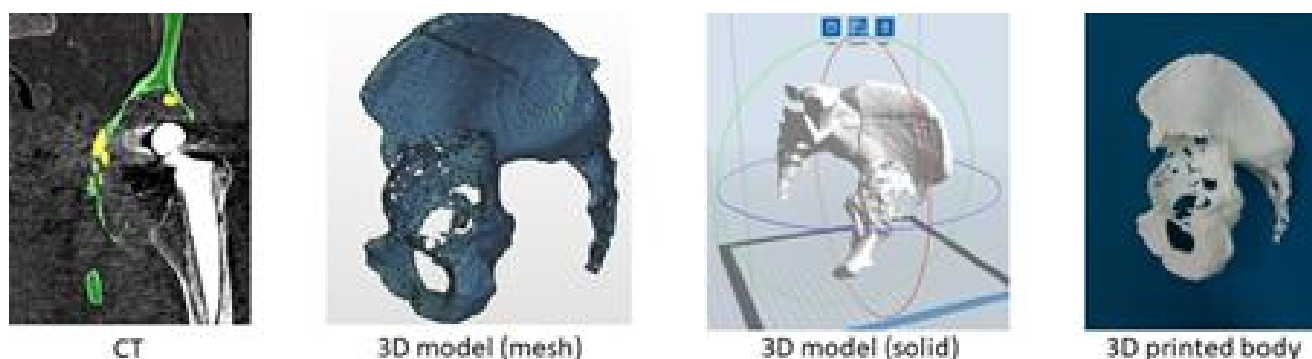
Рисунок, що відображає процес перетворення КТ/МРТ в 3Д-модель й надруковані деталі
